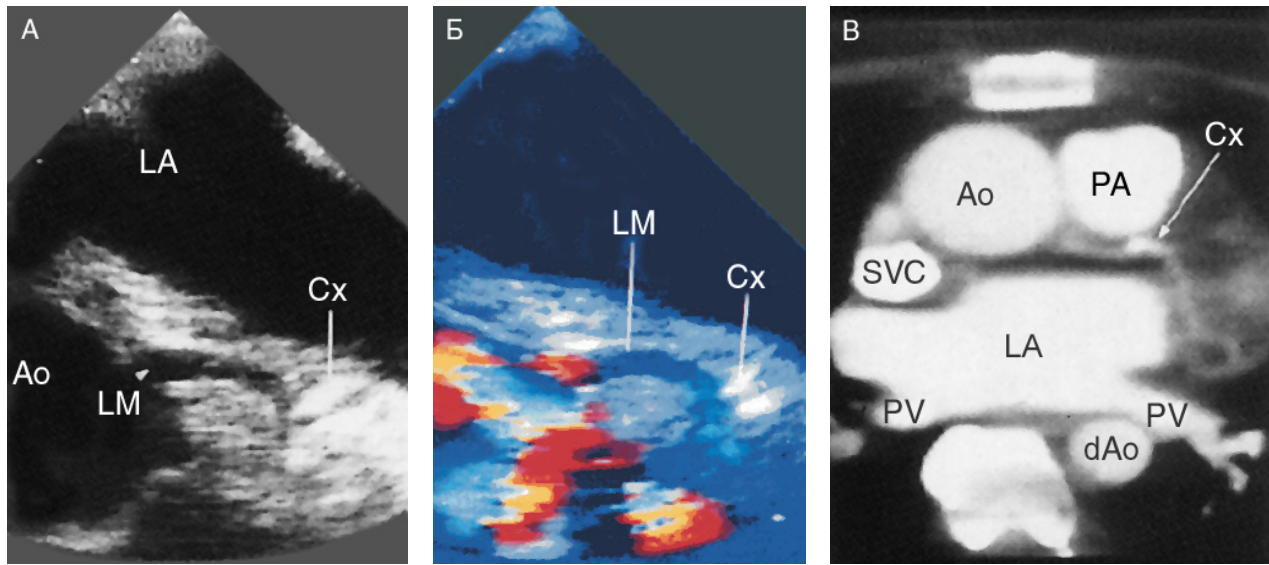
Обызвествление огибающей артерии, диагностированное при чреспищеводном исследовании и подтвержденное КТ с контрастированием. А и Б. Чреспищеводная короткая ось основания сердца, двумерное и цветное доплеровское исследование. Заметны обызвествление и неровность просвета огибающей артерии у места ее отхождения от ствола левой коронарной артерии. В. Компьютерная томограмма
